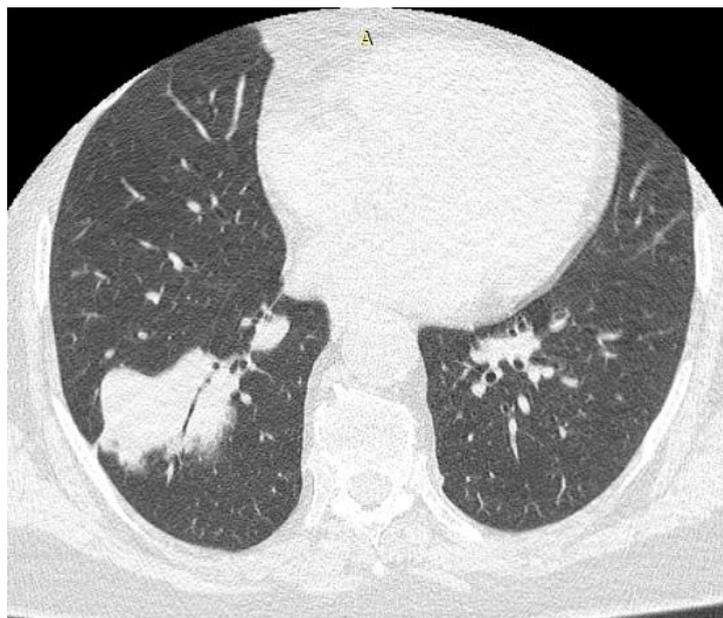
Мультиспиральная компьютерная томография пациентки М. Новообразования нижней и верхней долей правого легкого
